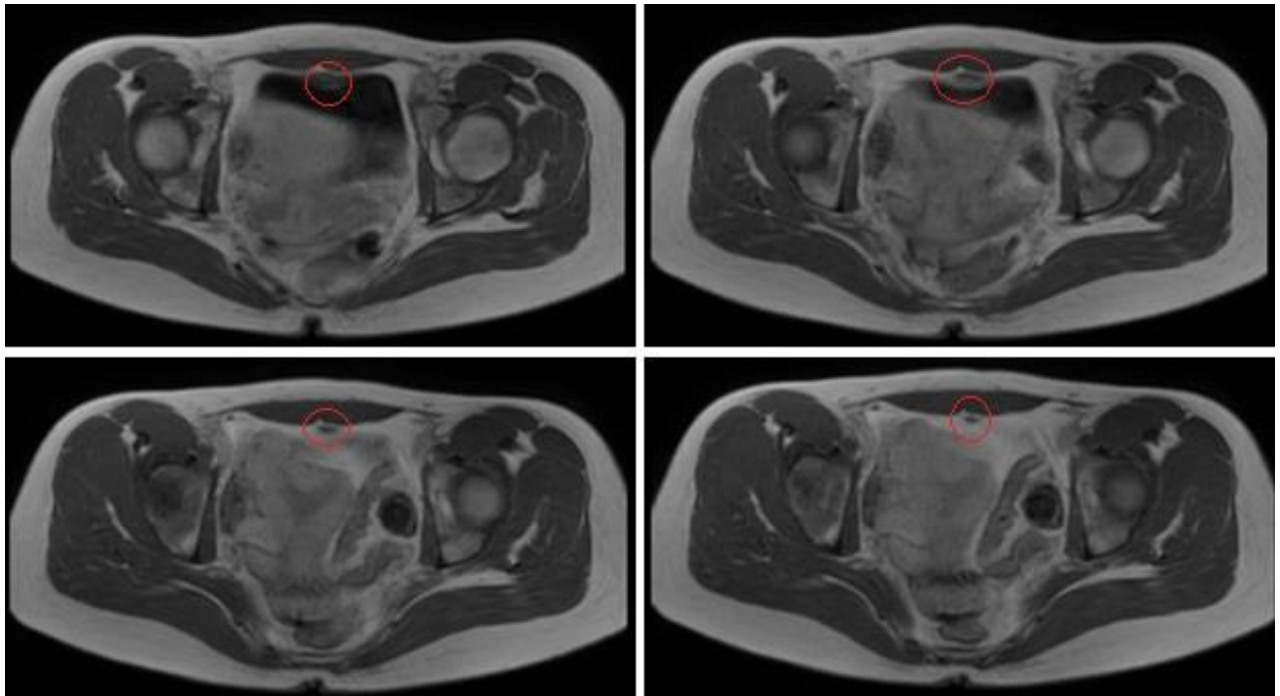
Urachaler Überrest im MRT- Transversalschnitt: Die Bilder zeigen ein MRT mit T1 Wichtung im Transversalschnitt einer Patientin. Die rote Umrandung zeigt den urachalen Überrest. Bildquelle: Dr. med. Jörg Neymeyer
